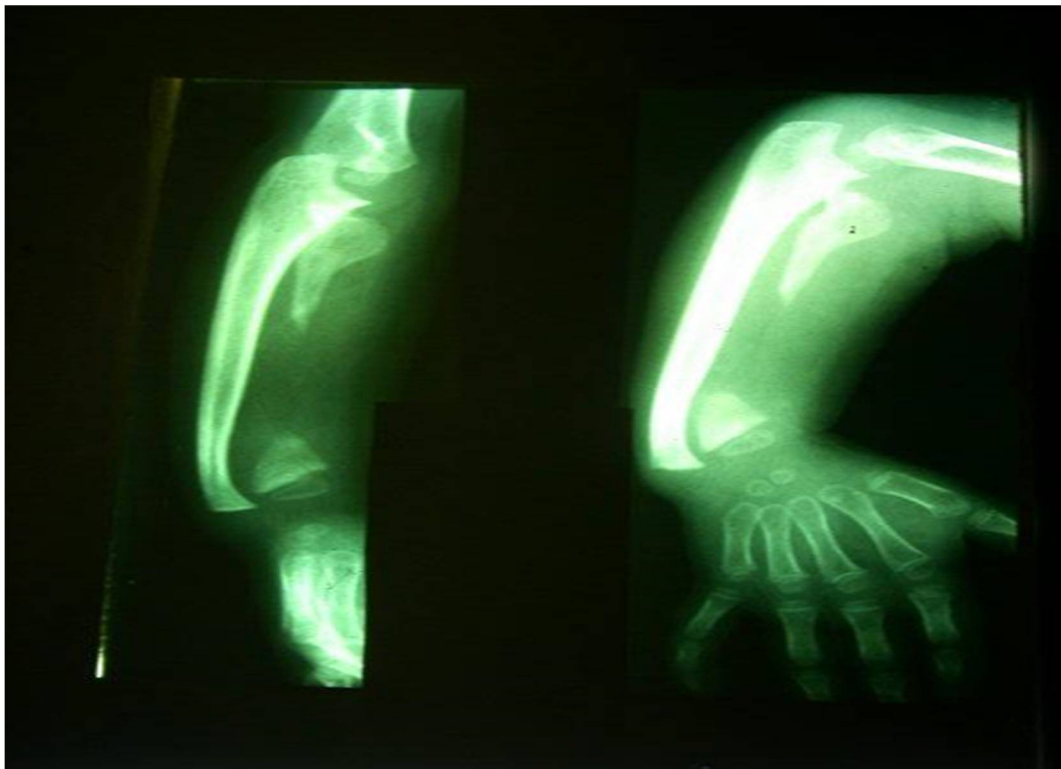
Radiographie montrant les pertes de substance massive du radius
